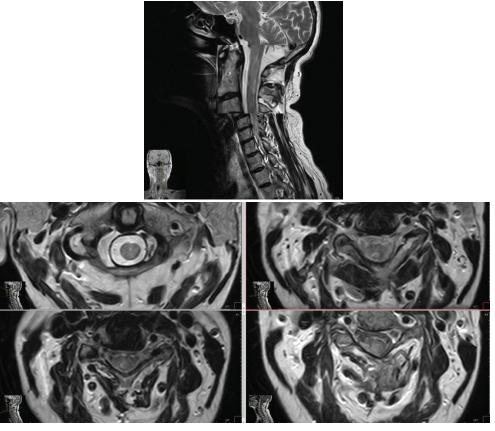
МРТ шейного отдела позвоночника (аксиальная и сагиттальная проекции) с контрастированием, определяются очаги повышения сигнала на Т2-режиме на уровне сегментов C1-C3 с умеренно интенсивным и неоднородным накоплением контрастного агента
